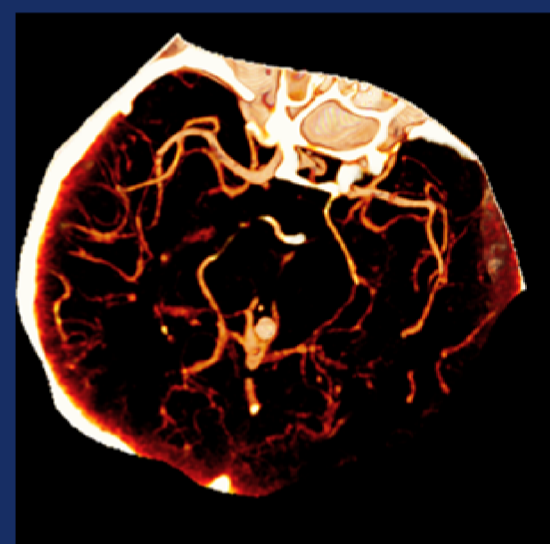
RMN SIMPLE FASE ARTERIAL. AGENESIA DE (PCA)
